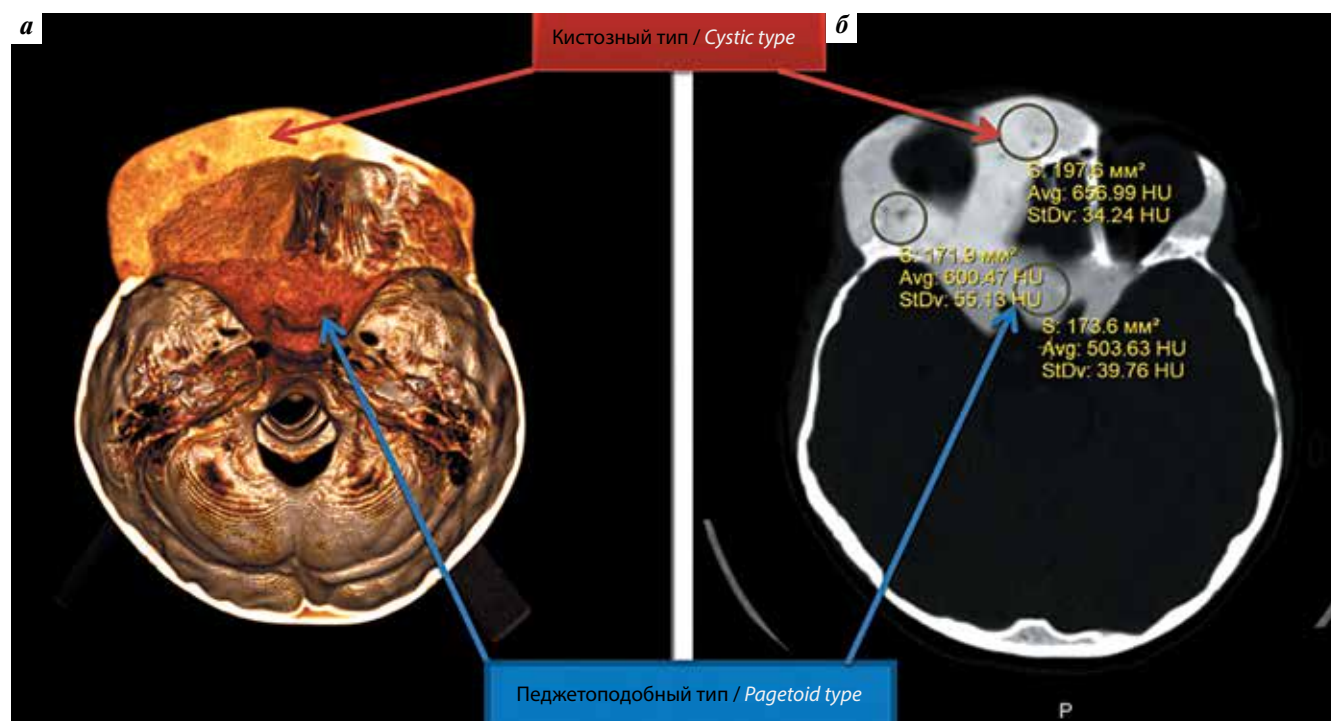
Компьютерная томография. Полиморфизм клинических проявлений фиброзной дисплазии: а — трехмерная реконструкция; б — горизонтальный срез
